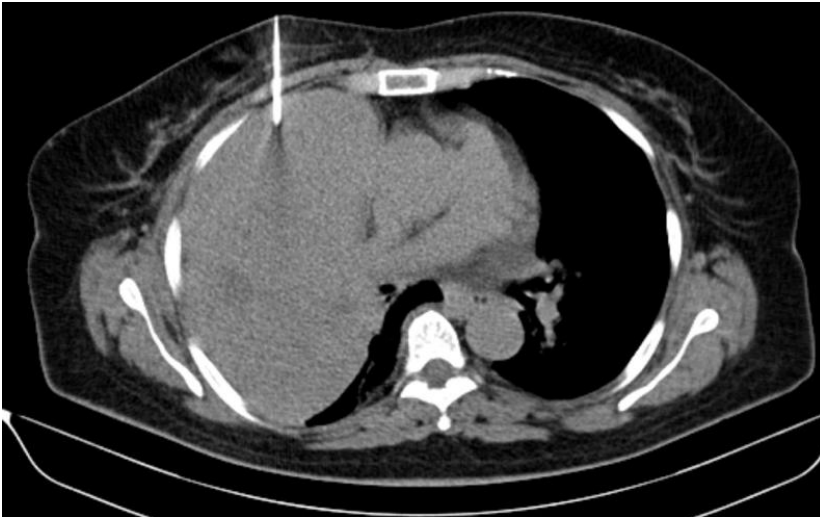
Biopsia percutánea guiada por tomografía computarizada. (Servicio de Radiodiagnóstico. Complejo Asistencial de Zamora).
